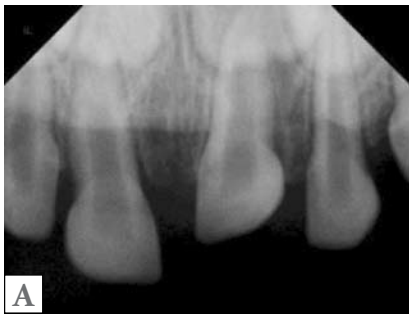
Przypadek 2. 2A) Zdjęcie RTG po urazie. 2B) Zdjęcie zębów bezpośrednio po urazie. 2C) Zdjęcie po miesiącu od urazu. 2D) Zdjęcie po 3 miesiącach od urazu. 2E) Zdjęcie RTG po 14 miesiącach od urazu. 2F) Zdjęcie zębów po 14 miesiącach od urazu.
